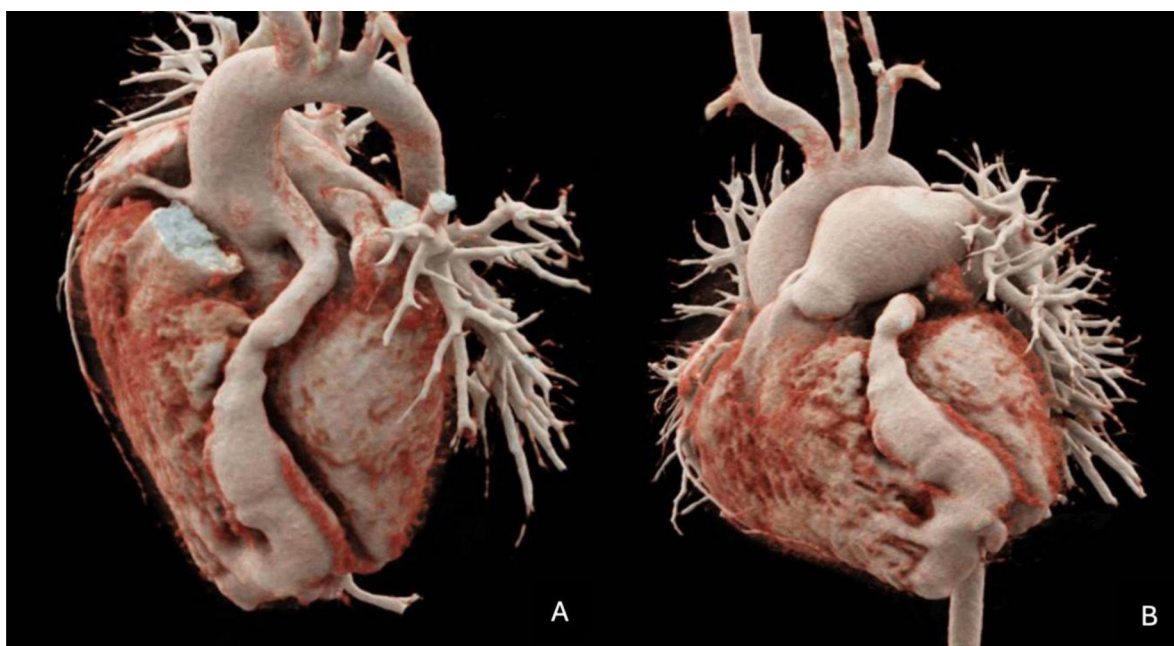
A y B. Angiotomografía que muestra dilatación aneurismática del tronco coronario izquierdo todo el trayecto de la arteria descendente anterior, principalmente en su trayecto distal.
